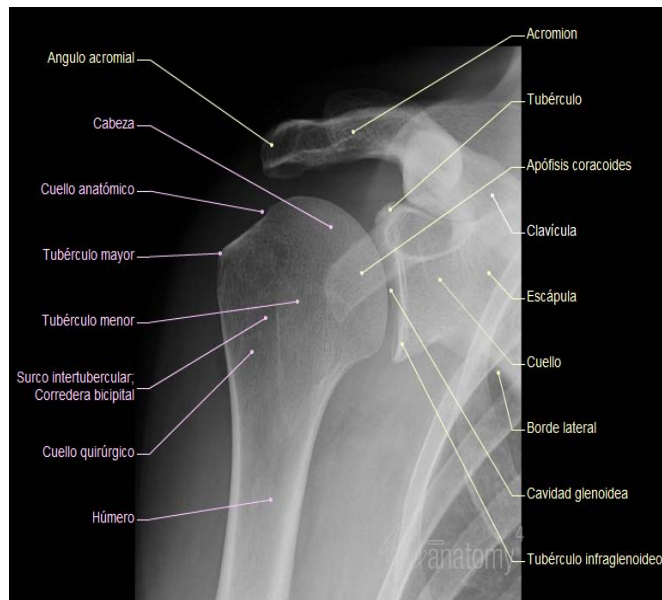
Radiografía de una articulación glenohumeral normal. Imagen adaptada de www.imaaios.com (99).
